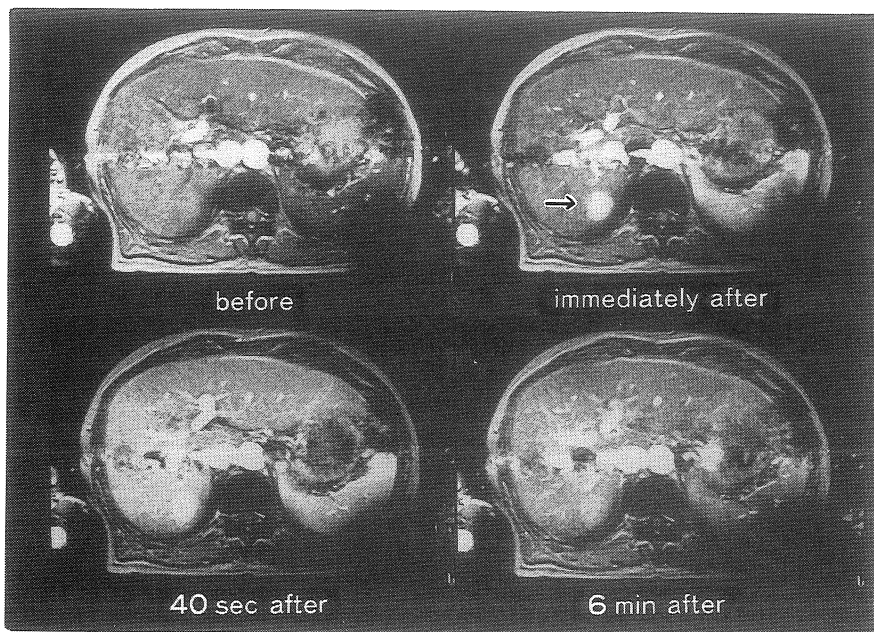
肝細胞癌のdynamic MRI (FISP : 90°, 50/10)
